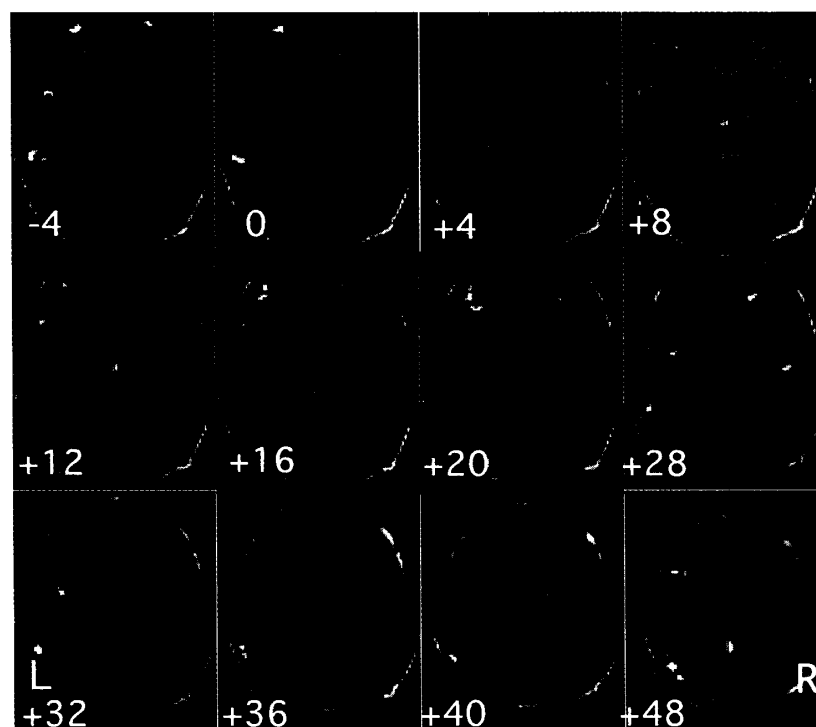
MRI T₁強調画像水平断に重ねた症例3の機能的MRI画像所見
